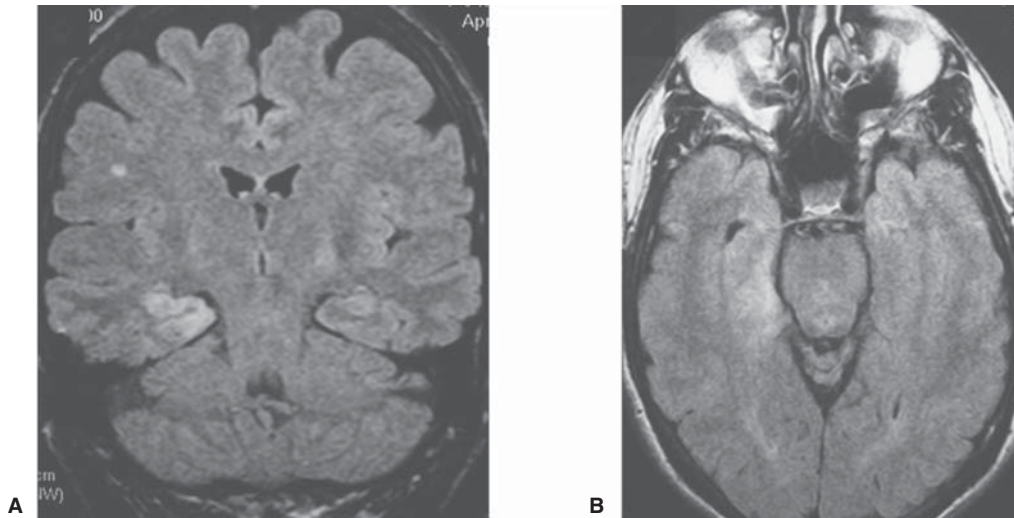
Encefalitis herpética. A) RM FLAIR en plano coronal. B) Axial, compromiso de la región medial de los lóbulos temporales donde se visualiza alta señal de la corteza cerebral.
